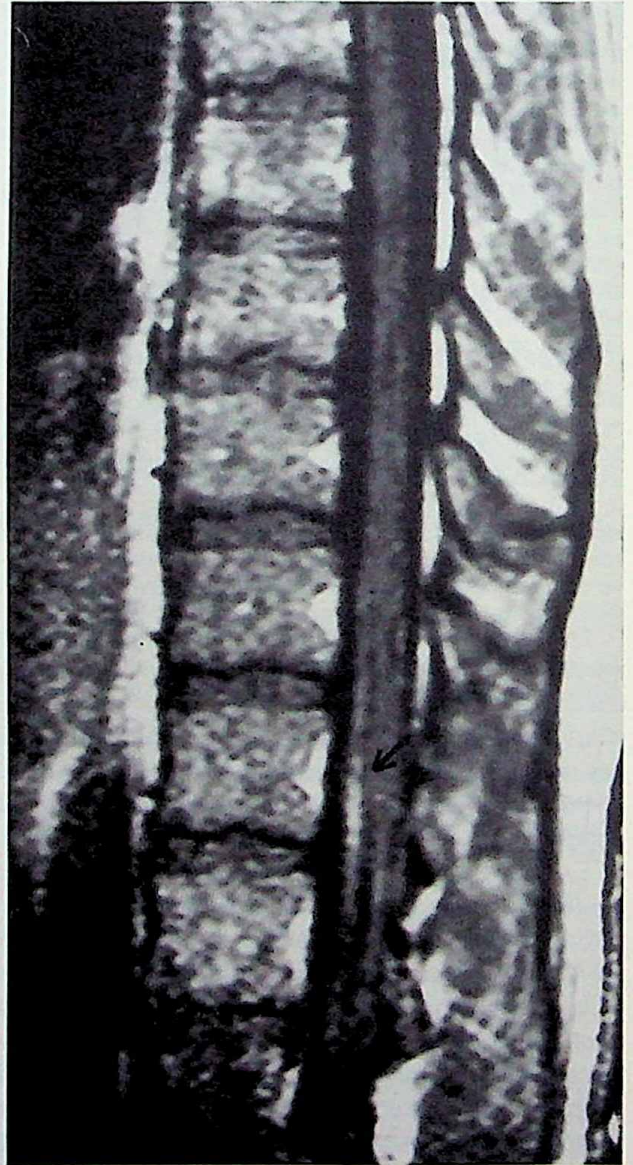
Estudio de resonancia magnética nuclear de la médula espinal y cauda equina en un paciente de 30 años de edad con SIDA y diagnóstico de CMV-PRAM (PCR positivo en LCR). La imagen T1 en corte sagital obtenida post-administración de gadolinium-DTPA demuestra refuerzo de contraste (flecha) en la superficie ventral de la cauda equina. Las imágenes T2 fueron normales.
